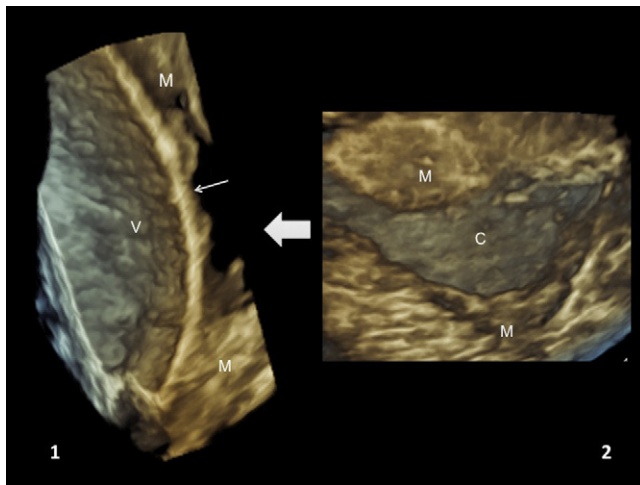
Ecografía 3D en la semana 34. Imágenes volumétricas de la zona del segmento y las relaciones entre espacio amniótico y pared vesical. En la imagen de la izquierda (1) se visualiza la zona donde el segmento uterino está formado exclusivamente por una fina capa de tejido conjuntivo, sin miometrio (flecha), que separa la pared vesical de la cavidad amniótica. La misma imagen (2), vista desde una proyección intraamniótica, muestra cómo se pierde la integridad del miometrio. V: vejiga; C: cicatriz; M: miometrio.
